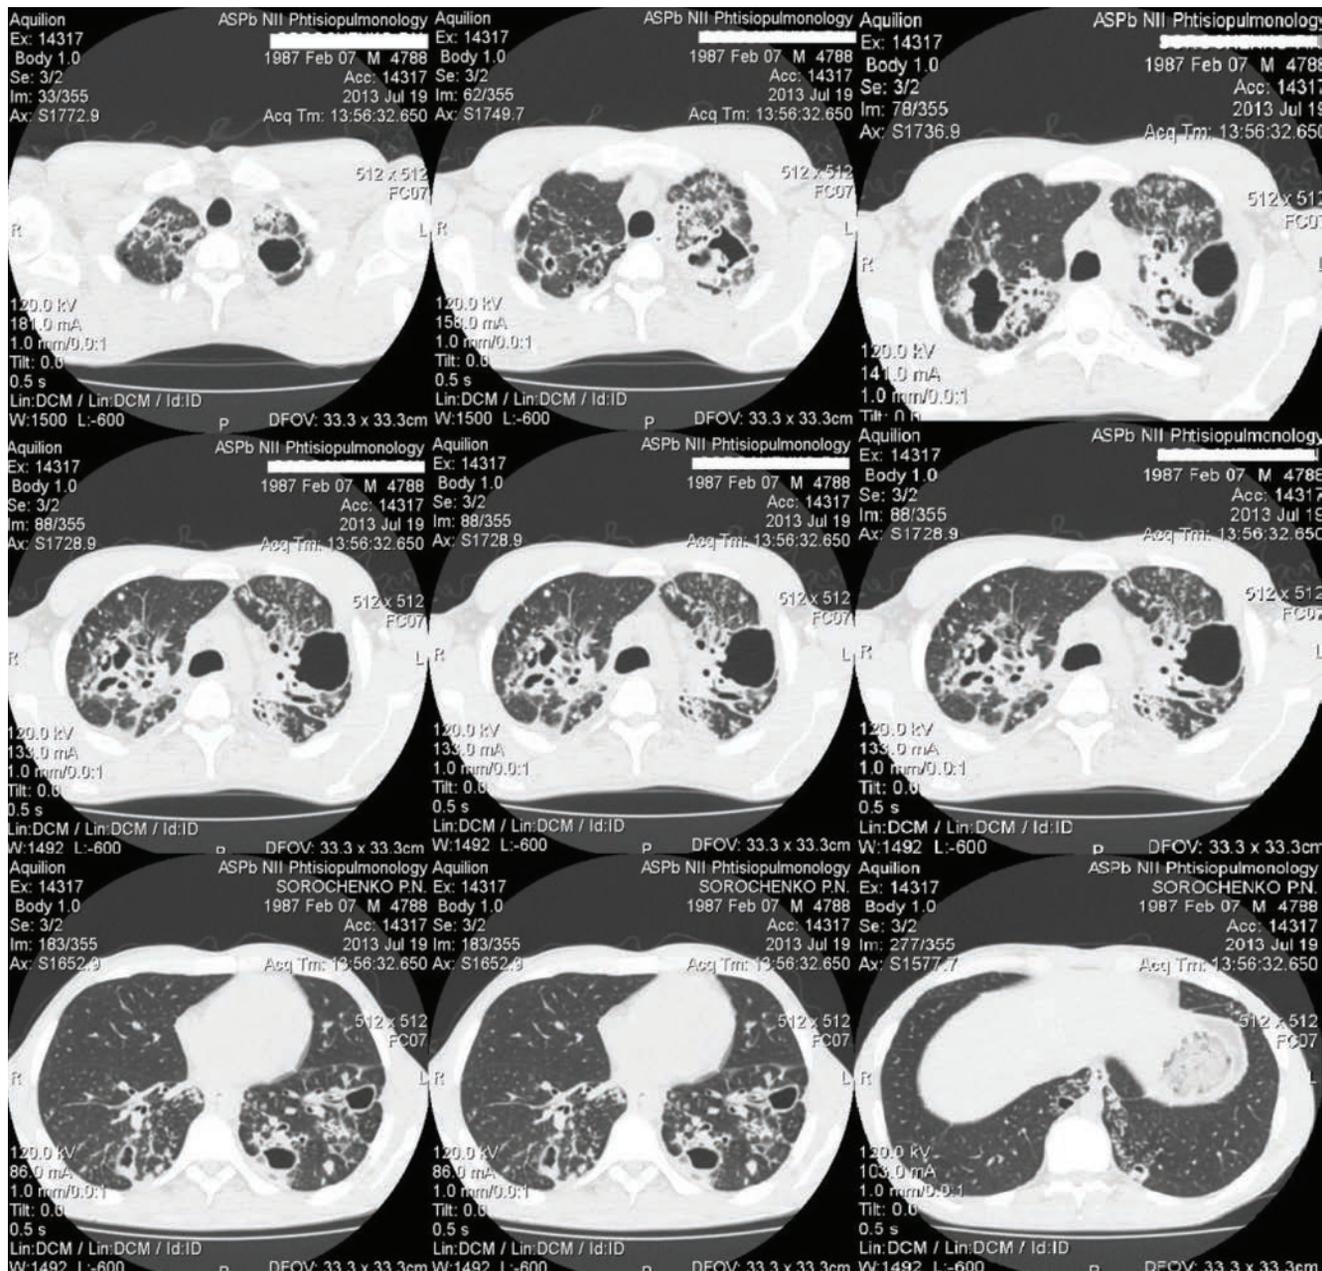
СКТ больного С. до начала лечения
